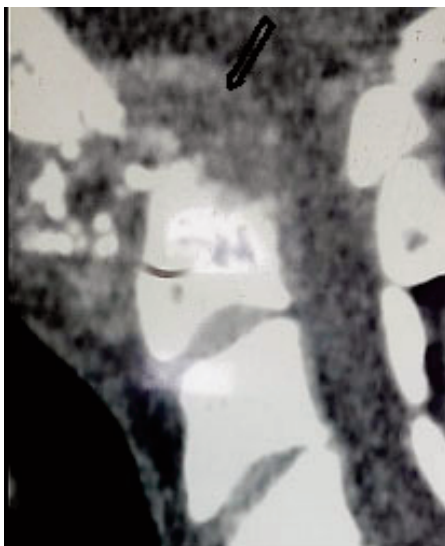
TDM spondylolyse C1C2 avec abcès périvertébral.
